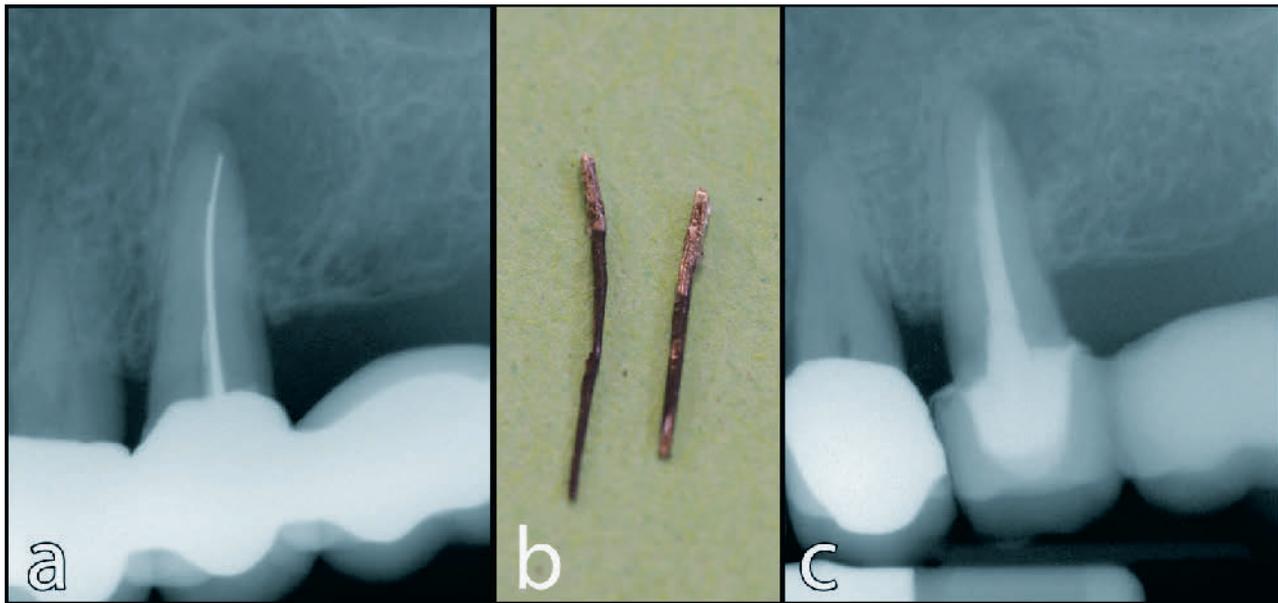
Endodontische Behandlung eines Oberkieferprämolaren mit chronischer apikaler Parodontitis: a) Ausgangssituation mit Silberstift-Wurzelfüllung, b) Entfernte Metallfragmente, c) Röntgenbild der definitiven Wurzelfüllung.
